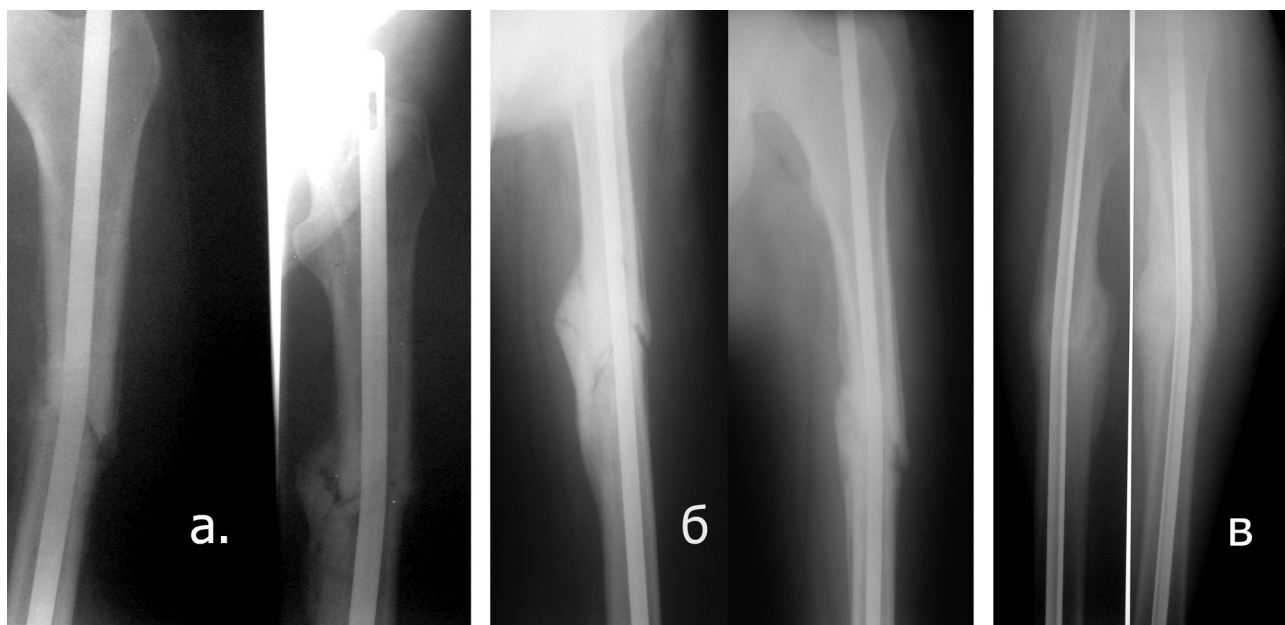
Рентгенограммы левого бедра больной Д. 23 лет. Динамика костной регенерации: а – через 2 месяца после операции; б – через 4 месяца после операции; в – через 6 месяцев после операции
